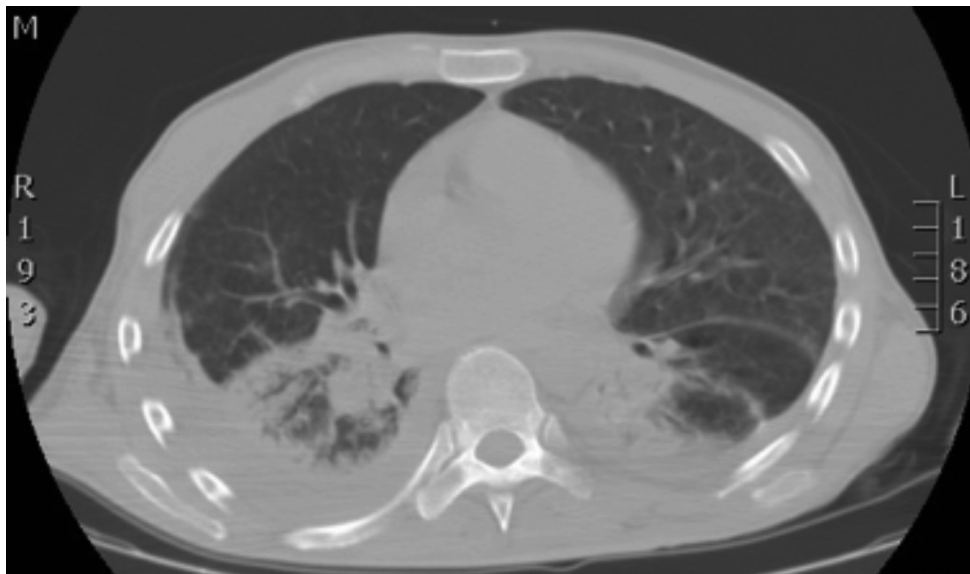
TC de tórax donde se aprecian consolidaciones parenquimatosas con broncograma aéreo en ambos lóbulos inferiores, mayor en lado derecho, con derrame pleural asociado.
